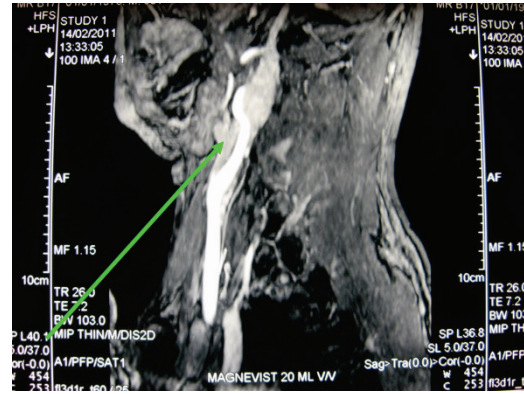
МРТ-органов шеи. Режим МР-ангиографии, сагиттальная проекция. Сосудистое образование веретенообразной формы, нижний полюс которого расположен в области бифуркации левой сонной артерии, выше на протяжении 25 мм, интимно прилежит к задней стенке левой внутренней сонной артерии, верхний полюс образования расположен на уровне основания черепа
